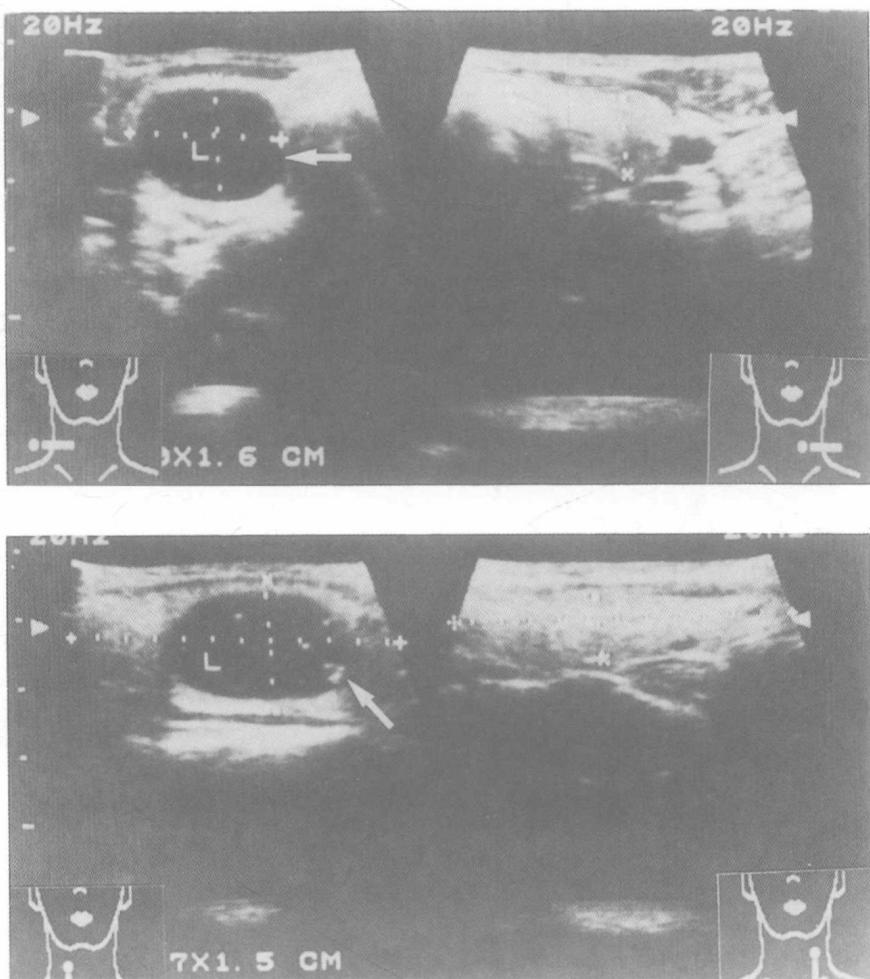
40 歲女性病例，甲狀腺超音波影像呈現右側甲狀腺有單純性甲狀腺囊腫。
